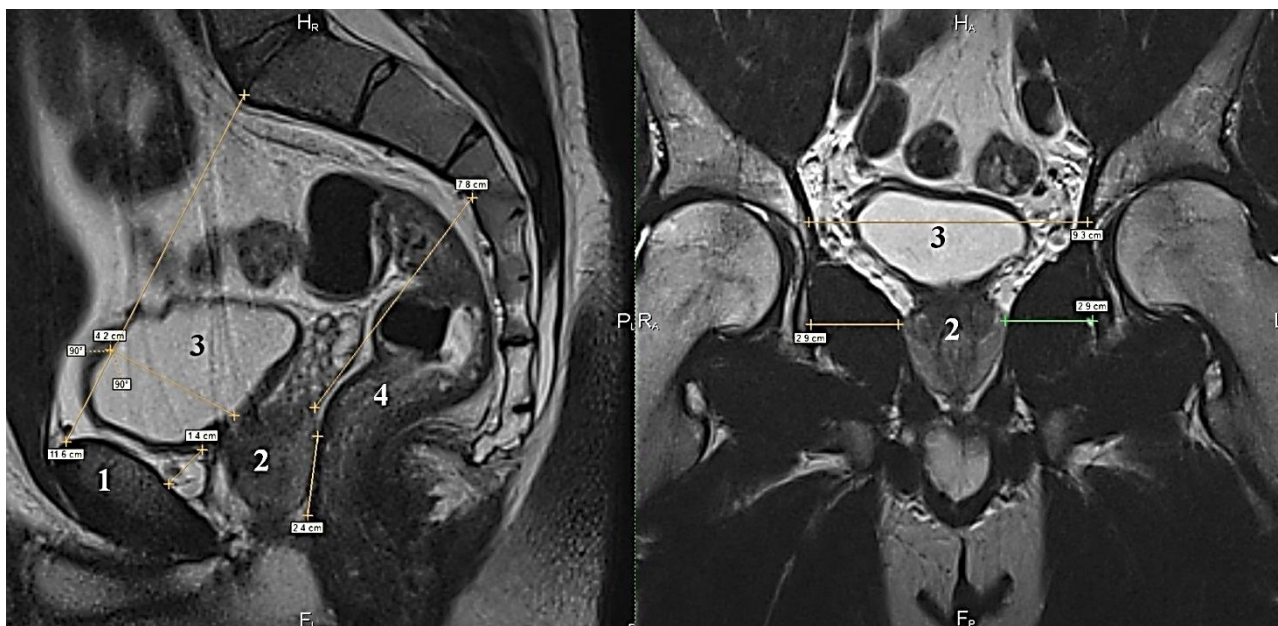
МРТ-грамма скелетотопии предстательной железы, T2-взвешенные изображения. Пациент № 42, 27 лет. Обозначения: А – сагиттальная плоскость, Б – фронтальная плоскость. 1 – лобковый симфиз, 2 – предстательная железа, 3 – мочевой пузырь, 4 – прямая кишка.
